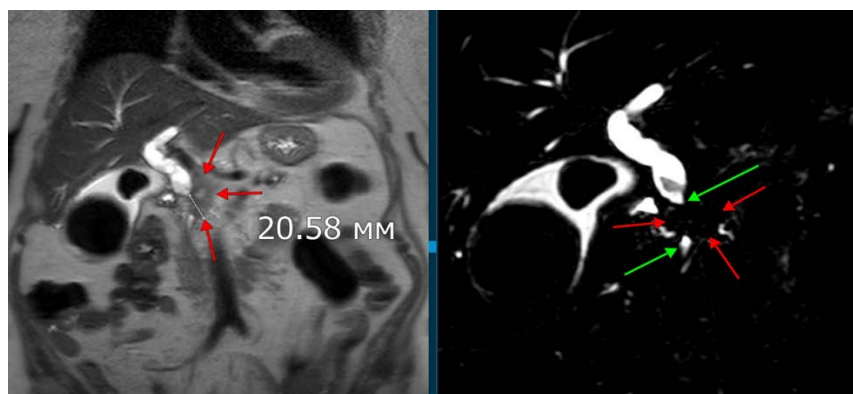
Предоперационный анализ МРТ брюшной полости с МР-холангиографией
